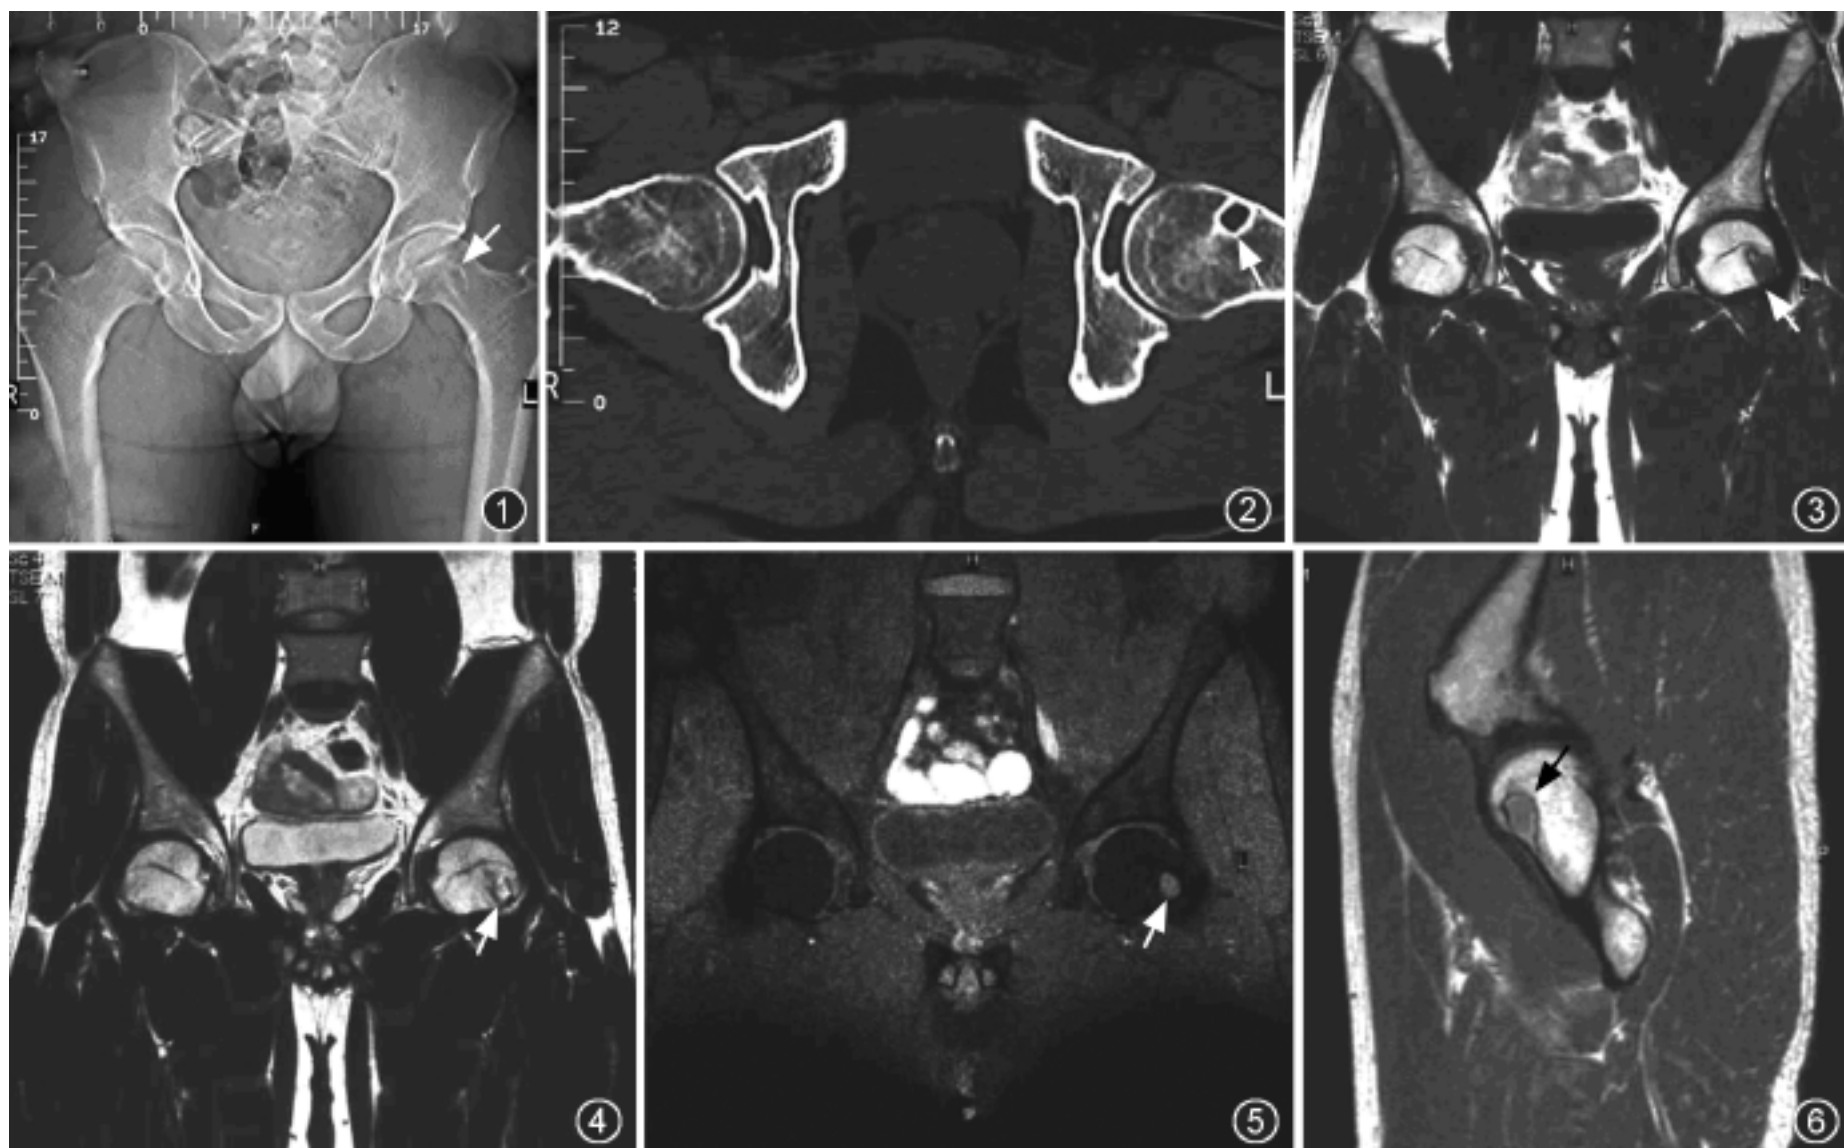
X 线平片示左股骨颈前上区椭圆形低密度区,边缘清楚(箭) 图 2 同图 1 病例。CT 平扫示椭圆形低密度区围以硬化白边(箭)
